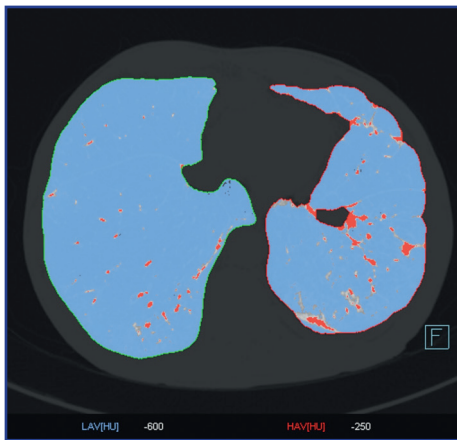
Áreas de alta atenuación. Tomografía cuantitativa, máscara de densidades en plano axial, en donde se observan en rojo los vóxeles con atenuación entre -600 y -250 UH; los vóxeles menores a -600 UH se identifican en color azul
